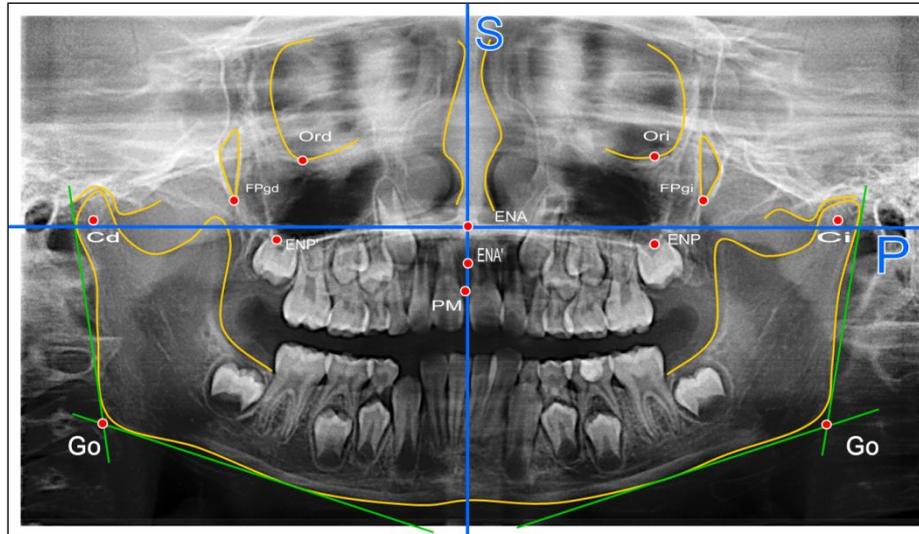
Ortopantomografía con el Sistema Ortogonal del Panoramograma de Simetría de Simões, constituido por los Planos S y P en un paciente en estudio. FOUES; julio de 2007.
